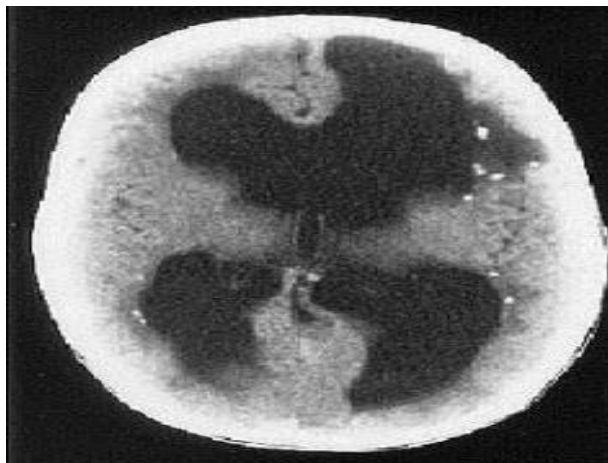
Компьютерная томография головного мозга ребенка с ВЦМВИ
